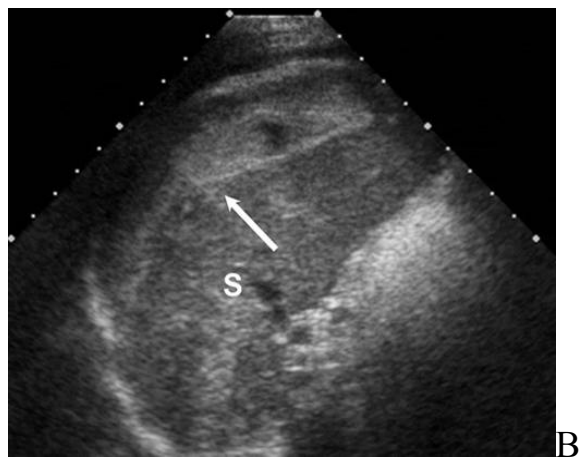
Вогнепальне поранення живота. Розрив селезінки, гемоперитонеум (стрілка). А – КТ; Б – УЗД.
